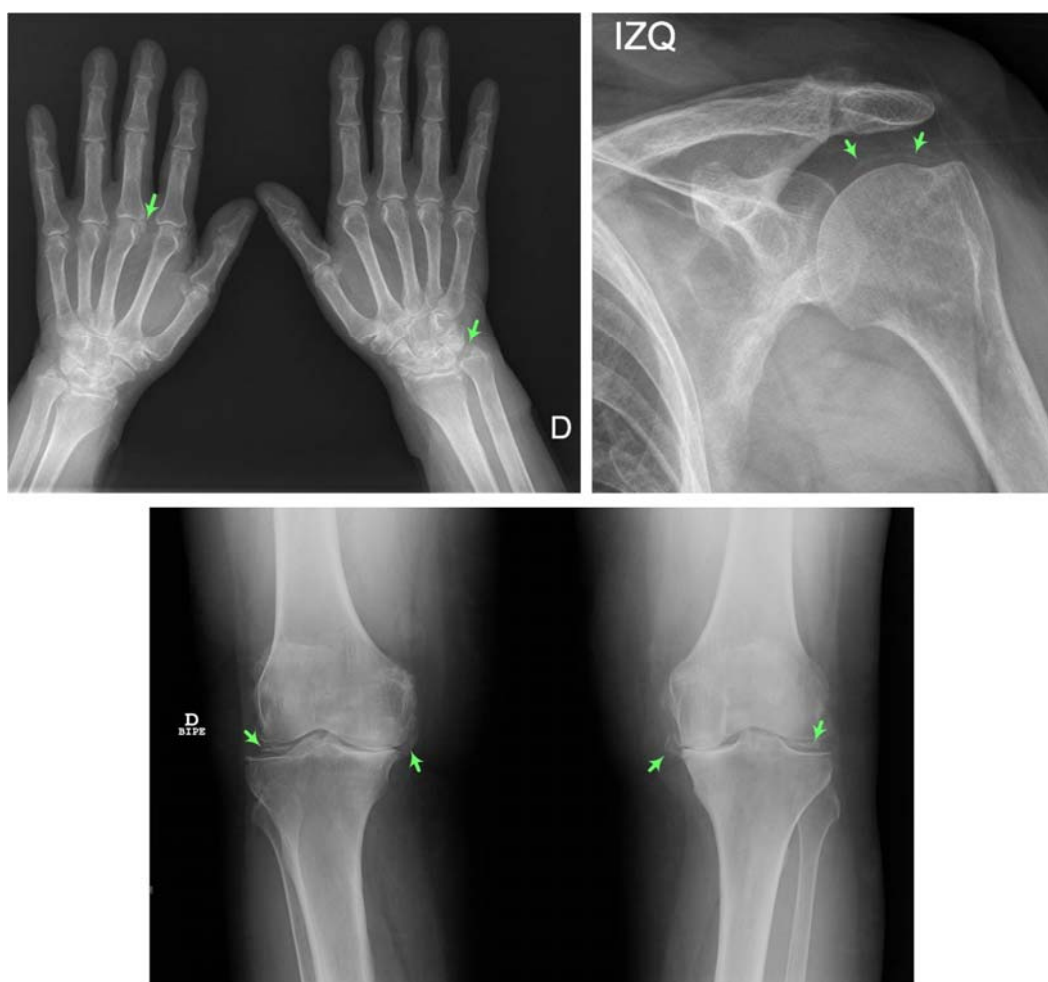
Radiografías de paciente con depósito de pirofosfato cálcico (marcado con flechas) en manos, hombro y rodillas. La forma clínica de inicio fue una poliartritis simétrica de pequeñas articulaciones de las manos, rodillas y pseudopolimialgia reumática.
